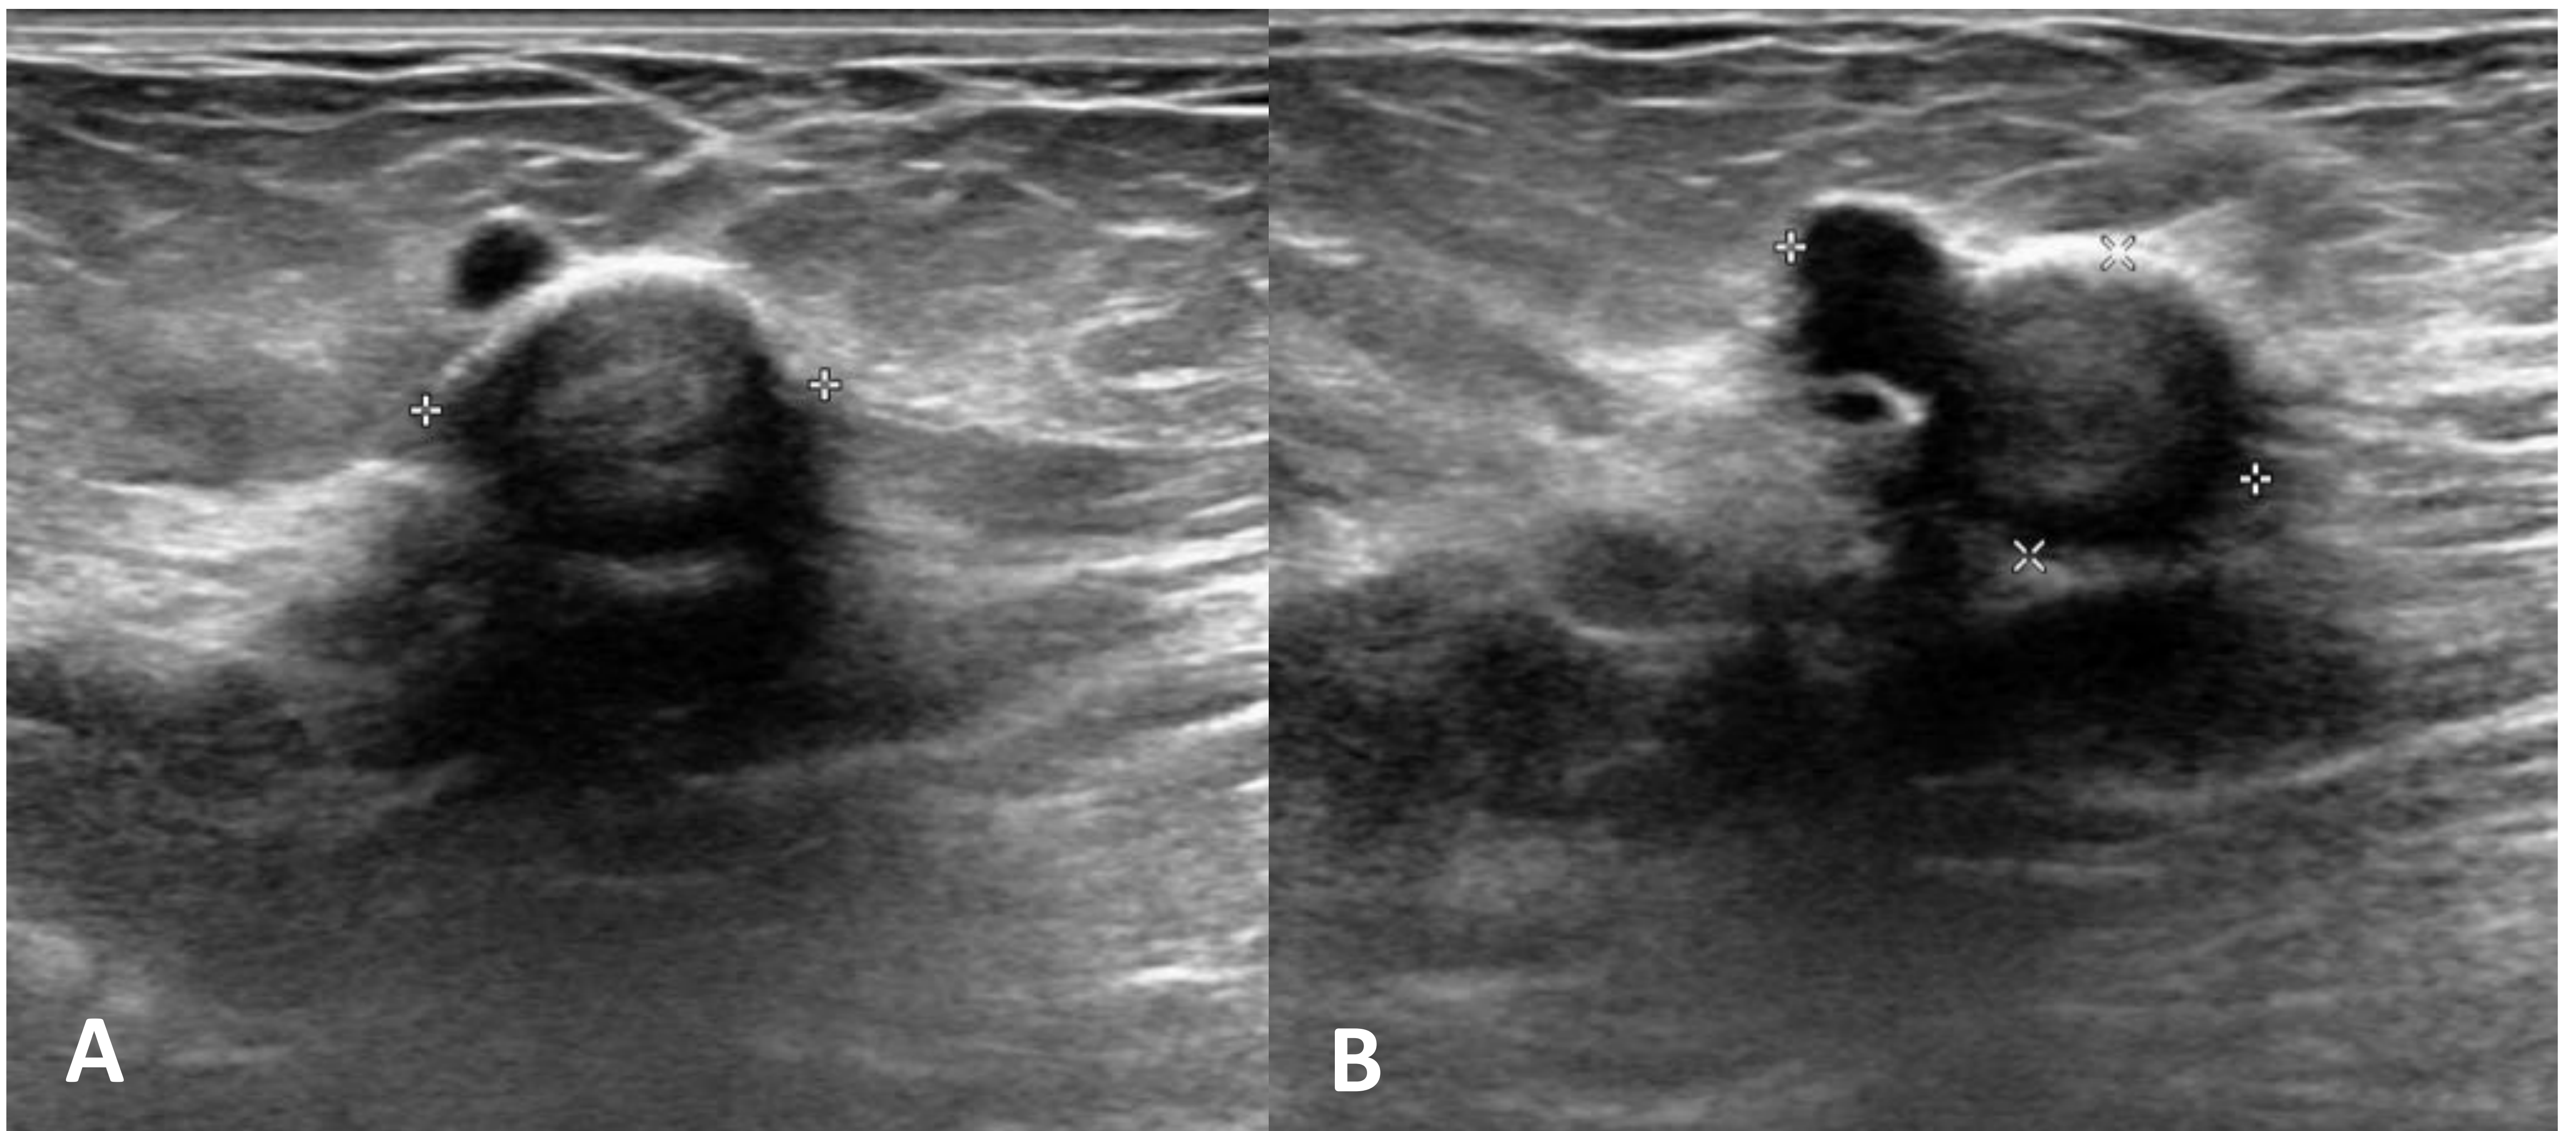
Ecografía mamaria: quiste uniformemente hipoeicoico y rodeado por calcificación en anillo periférico casi completa en relación con quiste oleoso parcialmente calcificado.
